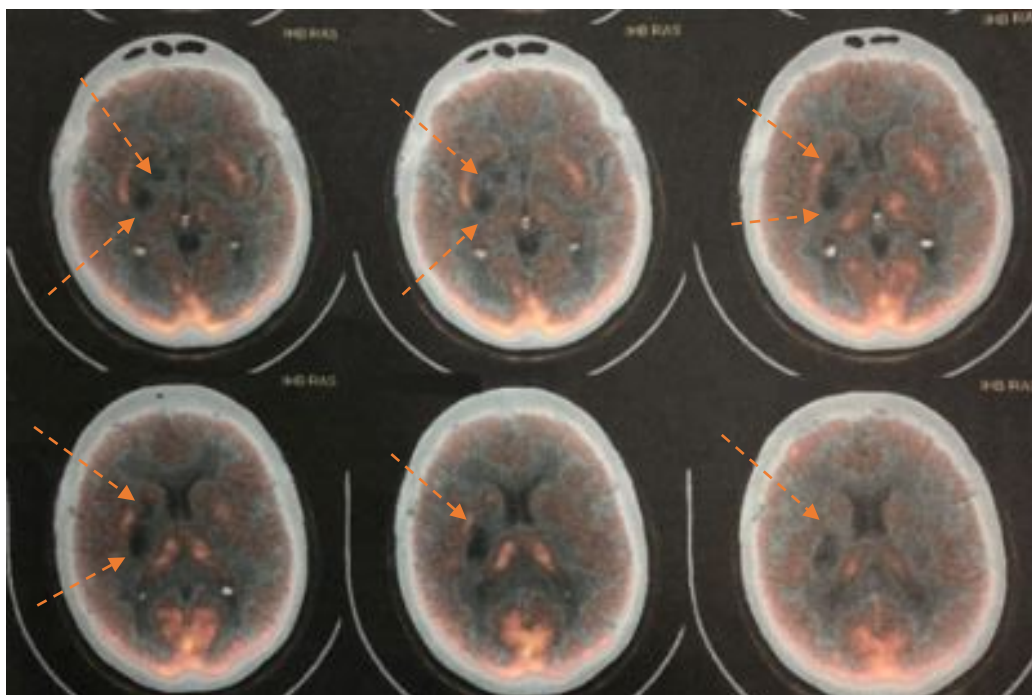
ПЭТ/КТ-изображения. Стрелками отмечен аметаболический очаг размерами 29×17×24 мм, обусловленный мультикистозным компонентом
